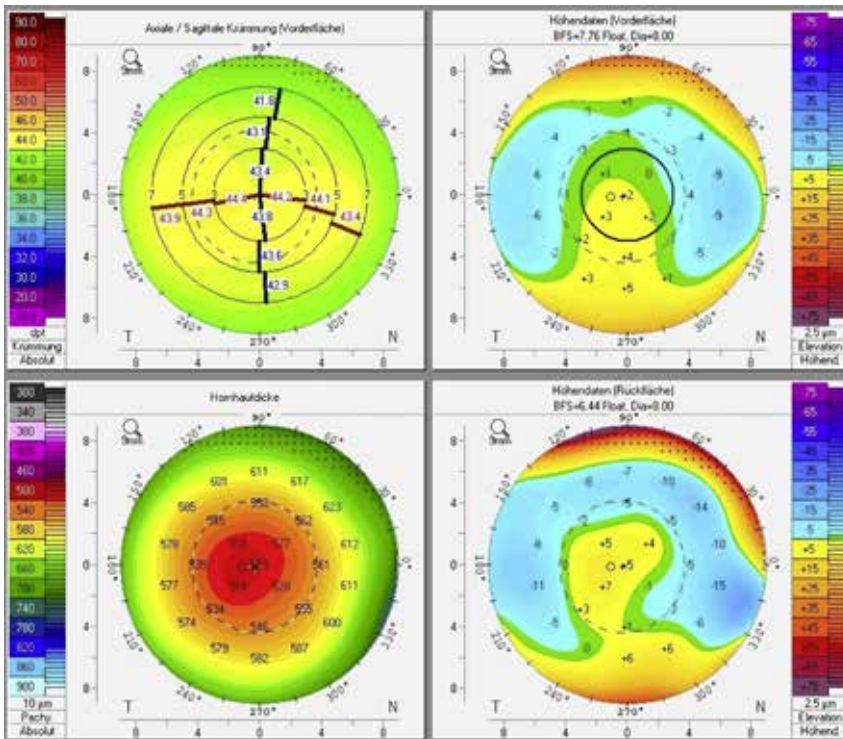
Hornhauttomographie des rechten Auges
